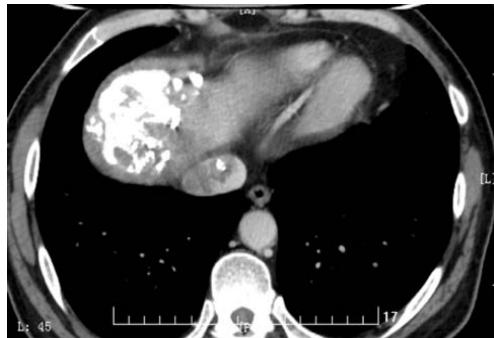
Preoperative CT images: Tumor thrombus in supra-hepatic IVC
